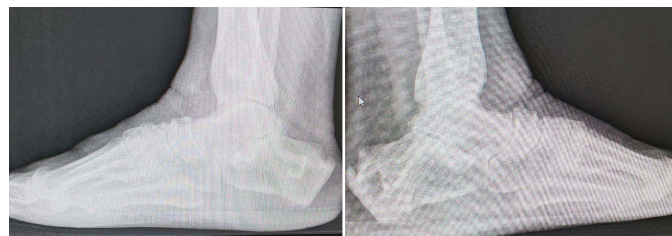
Radiografia perfil dos tornozelos mostrando múltiplos focos de aumento da densidade óssea na tibia distal metafisária e ossos do tarso.
